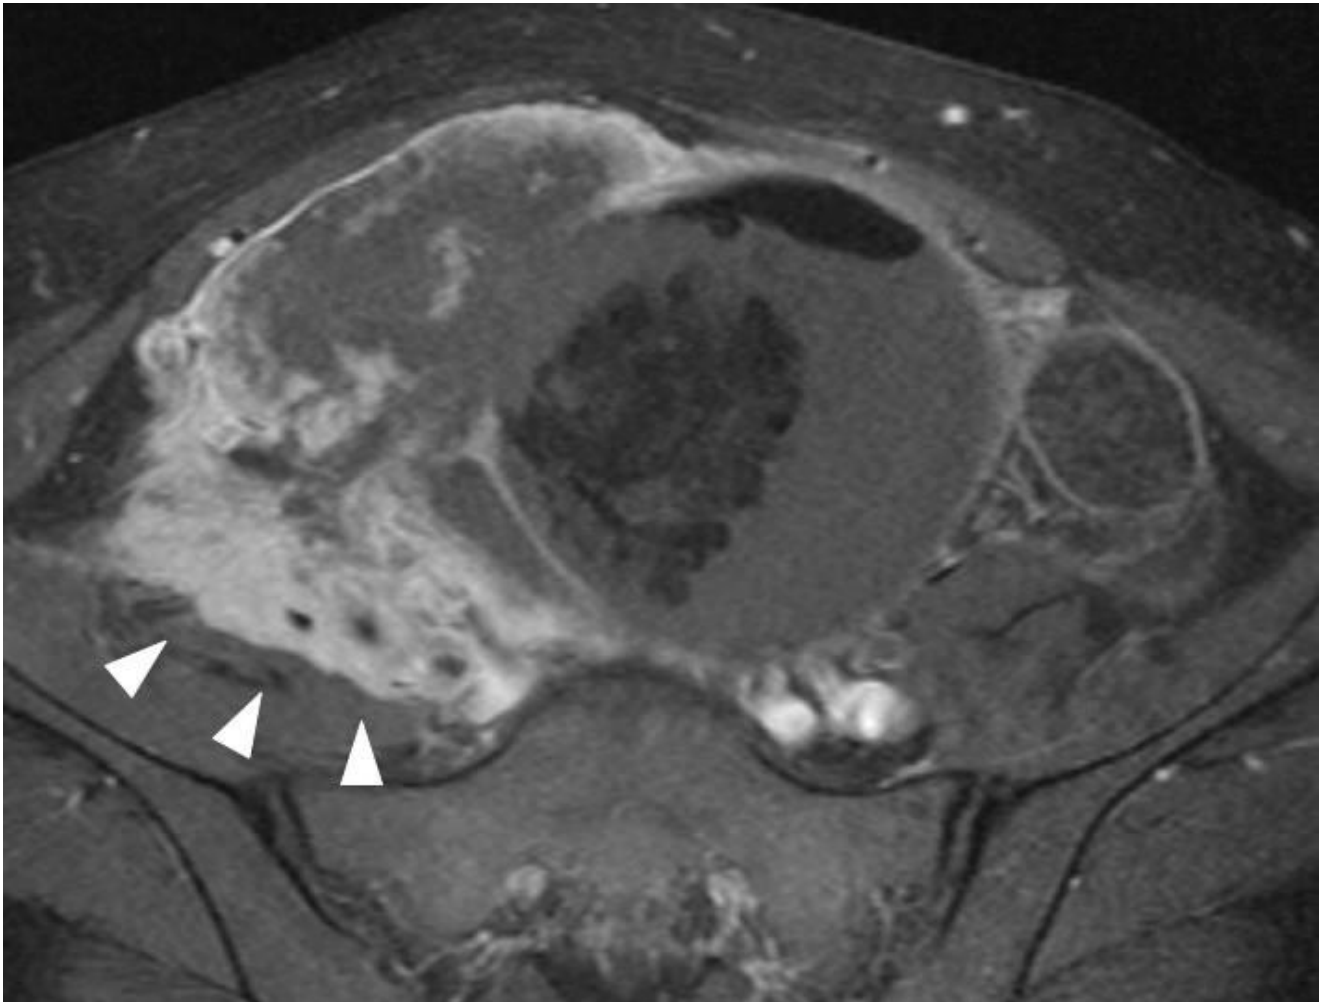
RM no plano axial T1 pós-contraste evidencia a invasão da musculatura pélvica posterior à direita pela massa.
